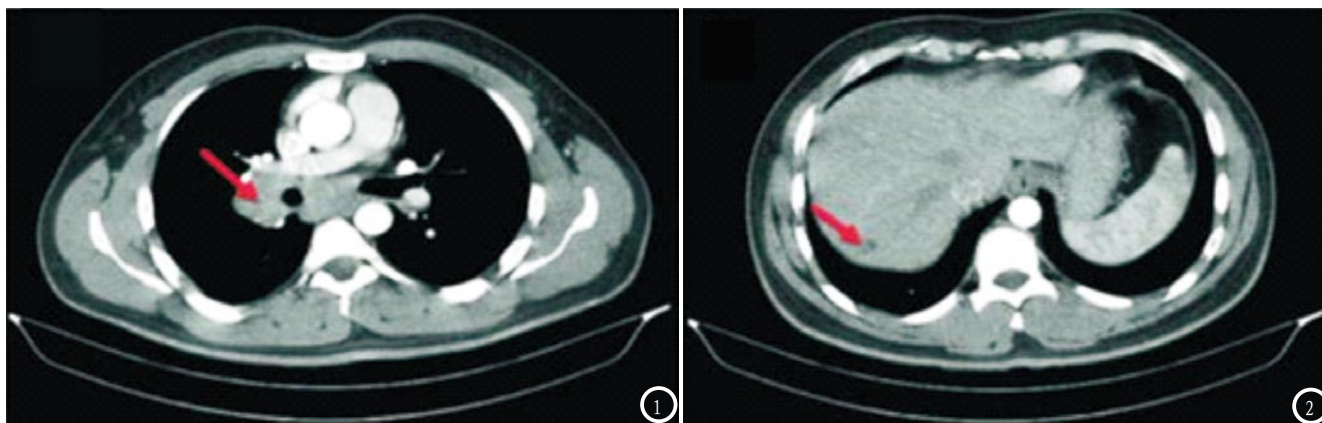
肺癌的CT扫描。图1 肺淋巴结肿大；图2 肝脏受累的淋巴结转移。
